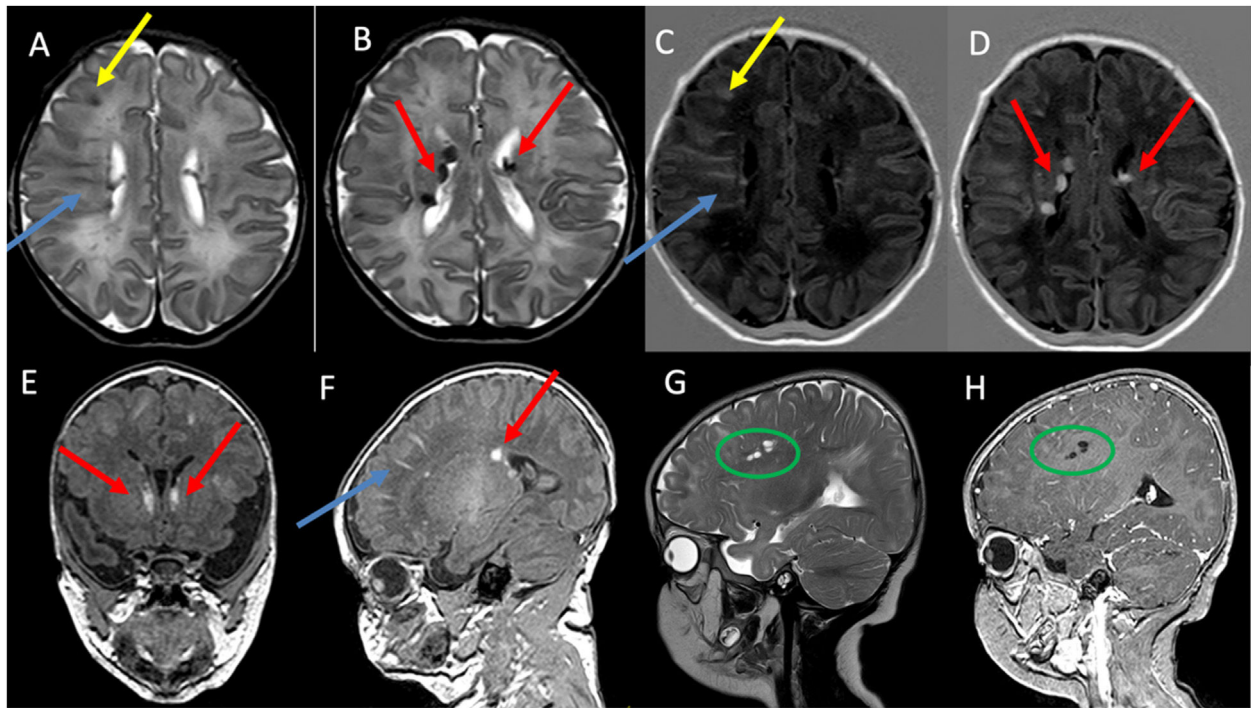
RM de cráneo a los 6 ddv con secuencias TSE T2 axial A y B), T1 IR axial C y D) T13D coronal E), T13D sagital F), TSE T2 sagital G) y T13D sagital tras la administración de contraste intravenosos sagital H). Se observan tubers corticales hipointensos en T2 e hiperintensos en T1 –flechas amarillas en A y C–, líneas de migración radial en la sustancia blanca –flechas azules en A, C y F–, nódulos subependimarios –flechas rojas en B, D, E y F– y quistes en la sustancia blanca que se muestran hiperintensos en T2 sin realce tras la administración de contraste –círculo verde en G y H–. El color de las figuras solo puede apreciarse en la versión electrónica.
